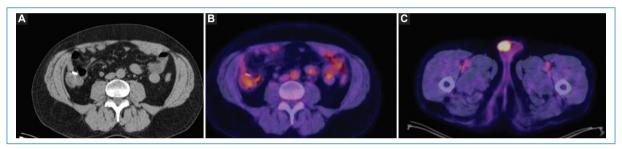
Paciente de sexo masculino de 39 años con antecedente de cáncer de colon operado, en control con método de PET-TC. Orquiectomía que confirmó la sospecha diagnóstica, sin signos de recidiva local del colon en las imágenes axiales de tomografía (A) y fusión PET-TC (B). Se identifica hipermetabolismo del testículo derecho (C), considerándose posible neoplasia metacrónica por ser sitio infrecuente de eventual metástasis del colon.
